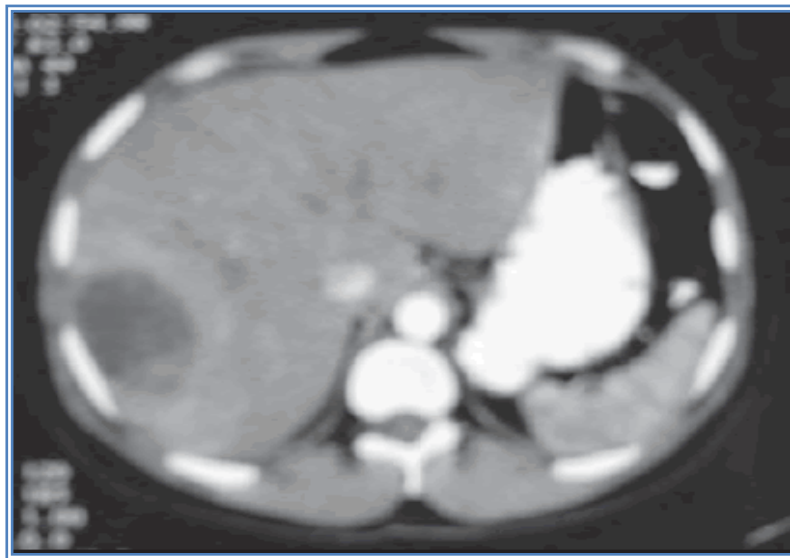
TAC con absceso hepático amibiano lóbulo derecho.³⁹
